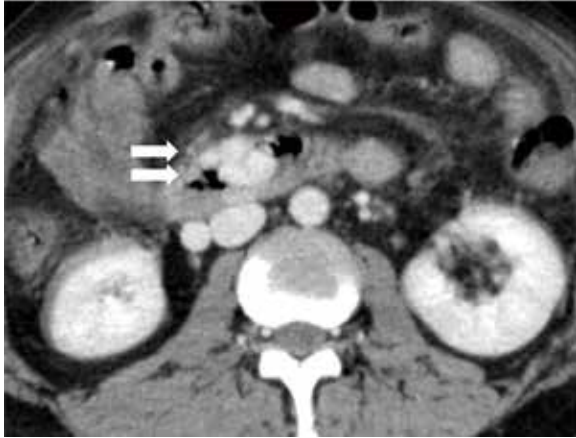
救急外来受診時腹部造影 CT 画像. 矢印で示した部位に十二指腸水平脚に異常血管を認める.
